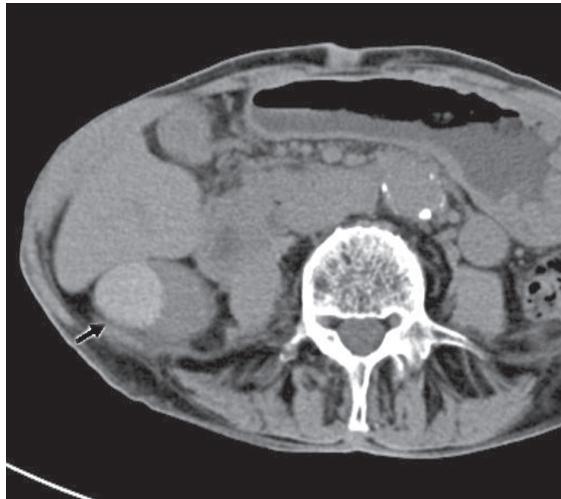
Опухоль почки повышенной рентгеновской плотности
